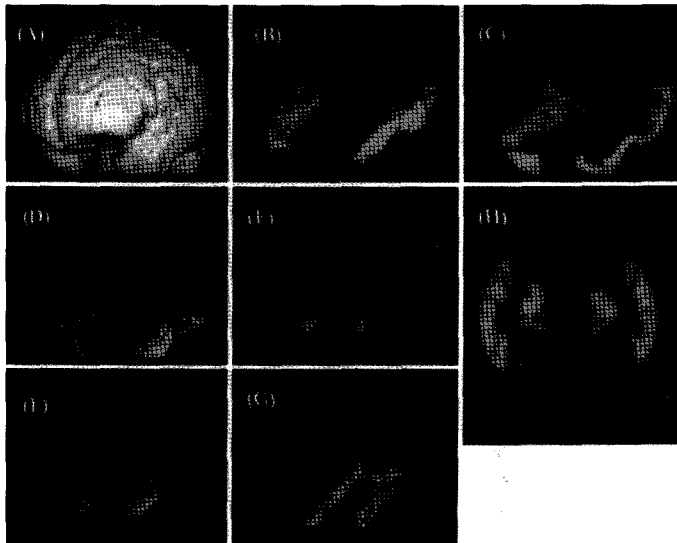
(A)–(G). SPAM technique showed anatomical definitions of various gyri. (H) Original PET images can be transformed to this template (H).
